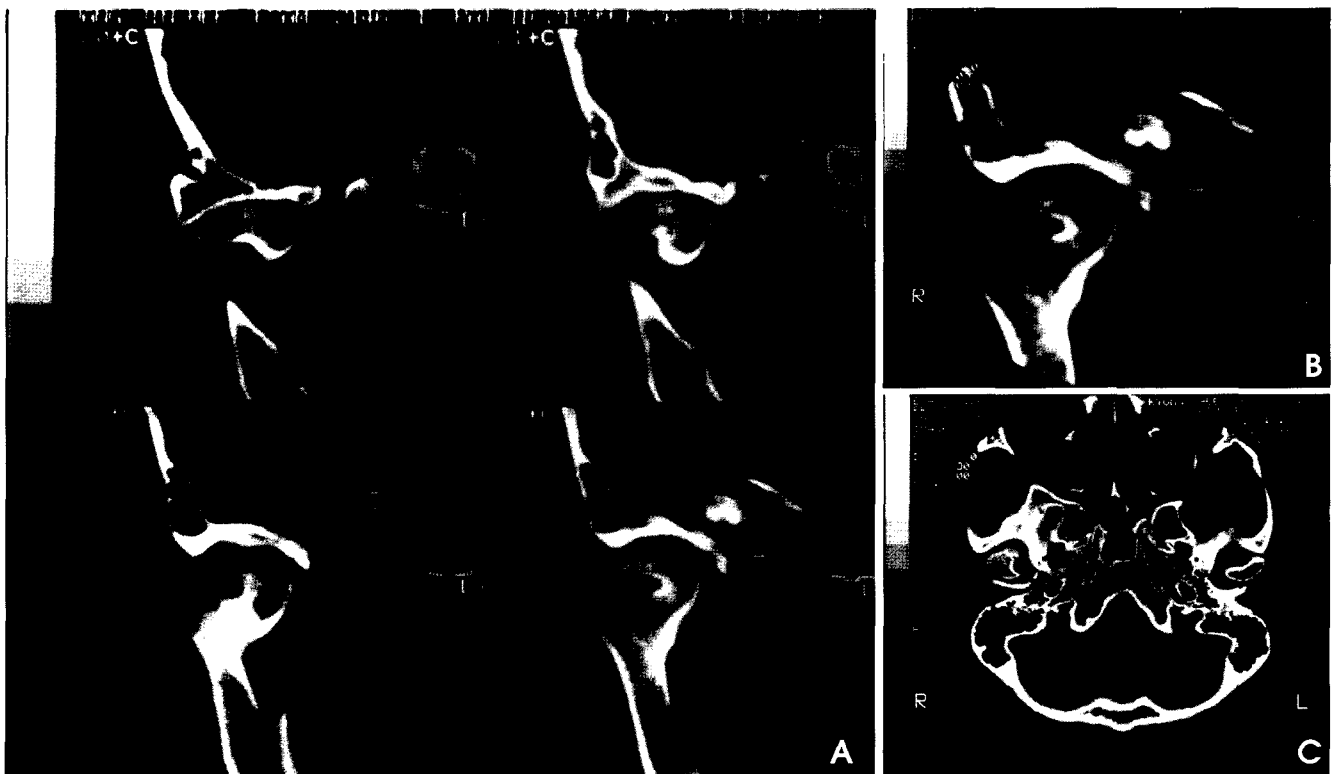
A, B. Computed tomographs show large and irregular bony growth on anteromedial surface of right mandibular condyle. C. Computed tomograph shows apposition of irregular calcified foci.
